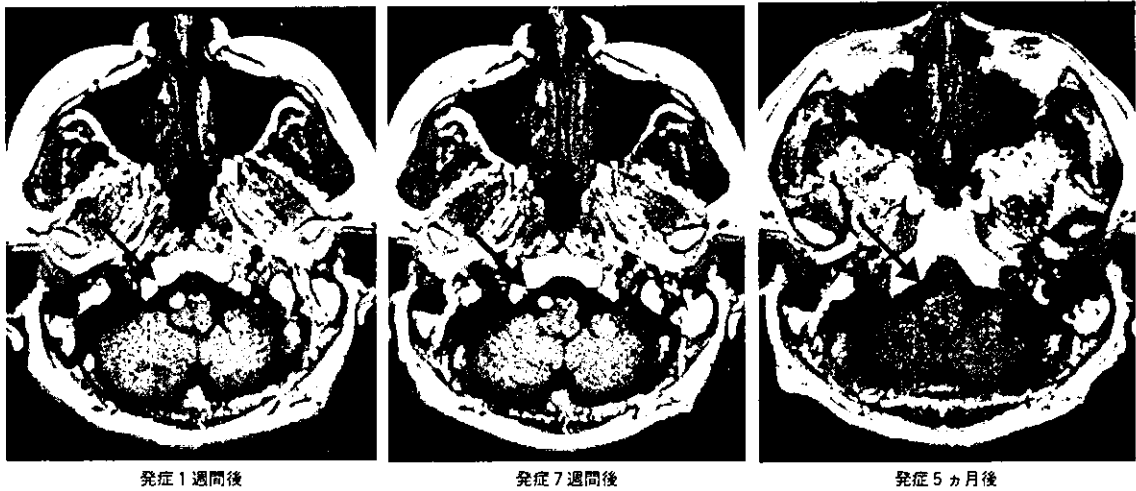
Intimal flap and double lumen(MRI T2強調画像, 59歳男性, 頭痛例) 右椎骨動脈は拡張し, 内部にintimal flapがみられdouble lumenを形成している。
